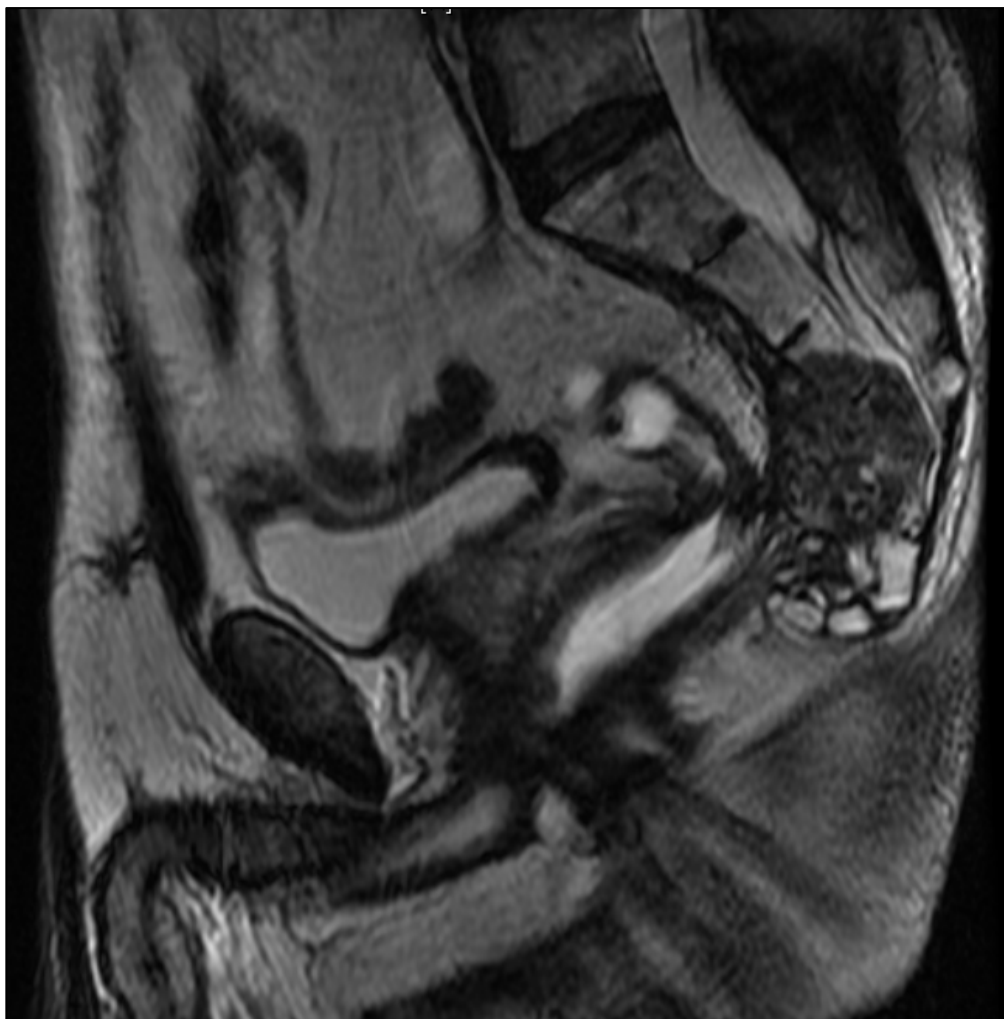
Imagen de resonancia magnética pélvica visión sagital. Neoplasia de recto localmente con infiltración sacra, corte sagital.
